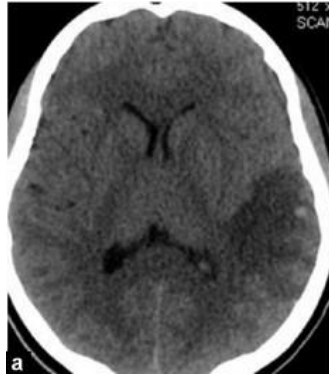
Tomografía simple de Cráneo sin contraste que muestra un infarto venoso temporal superficial izquierdo con hemorragia subcortical¹³
